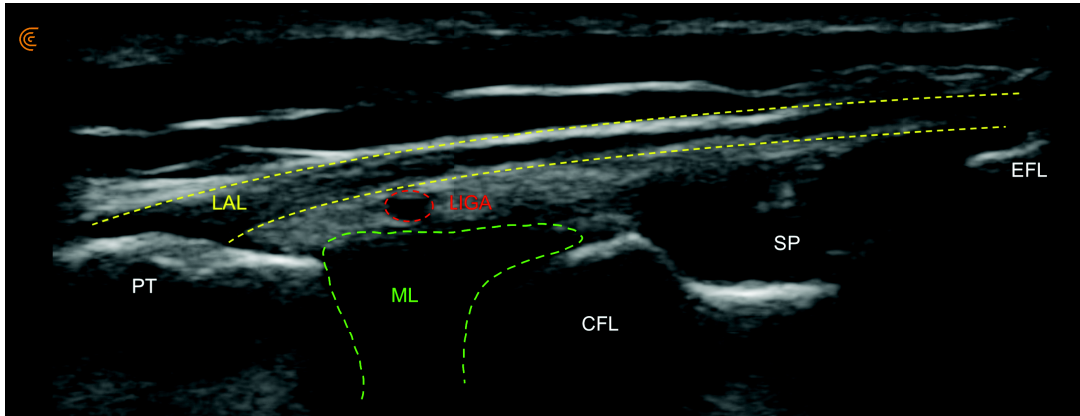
Repérage échographique de l'insertion tibiale du LAL, bien tendu par rotation interne de jambe, avant sa section percutanée. Genou droit.
